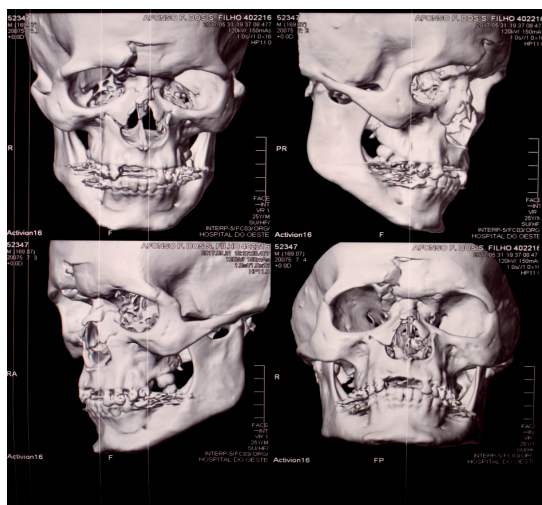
Reconstituição em 3D de Tomografia computadorizada.
